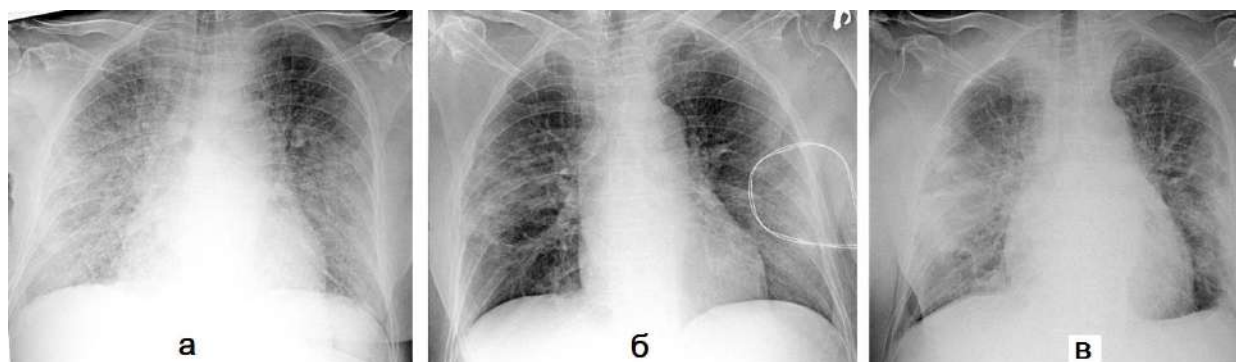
Рентгенография органов грудной клетки от 11.10.2021(а), 15.10.2021 (б), 25.10.2021 (в) (положение лежа на спине, задняя прямая проекция). а – обширные двусторонние симметричные участки затенения легочных полей на фоне обогащения легочного рисунка, расширения корней легких – признаки ОРДС, б – уменьшение выраженности затенения легочных полей, положительная рентгенологическая динамика., в – нарастание площади затенения легких, отрицательная рентгенологическая динамика
